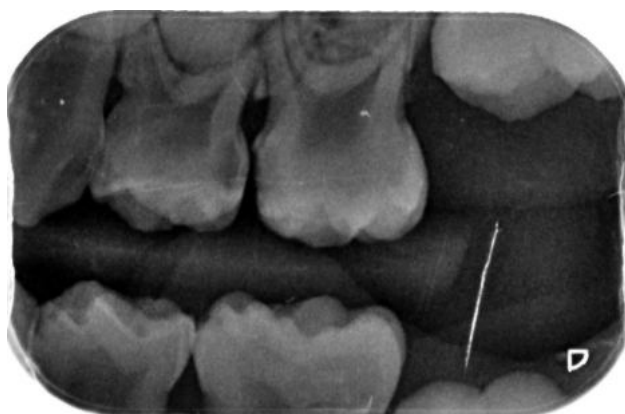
Radiografía aleta de mordida izquierda: afectación de esmalte y dentina en 64, 65 y de esmalte en 74 y 75.
